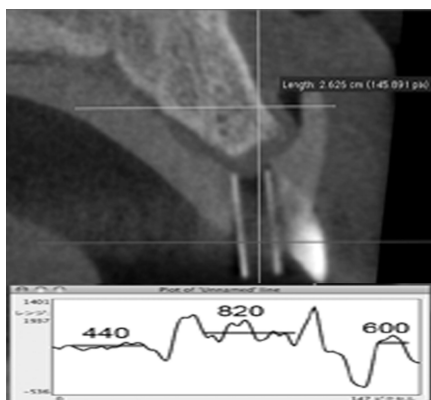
臨床例1:海綿骨部およびX線造影性即時重合型アクリルレジン部のボクセル値の計測
